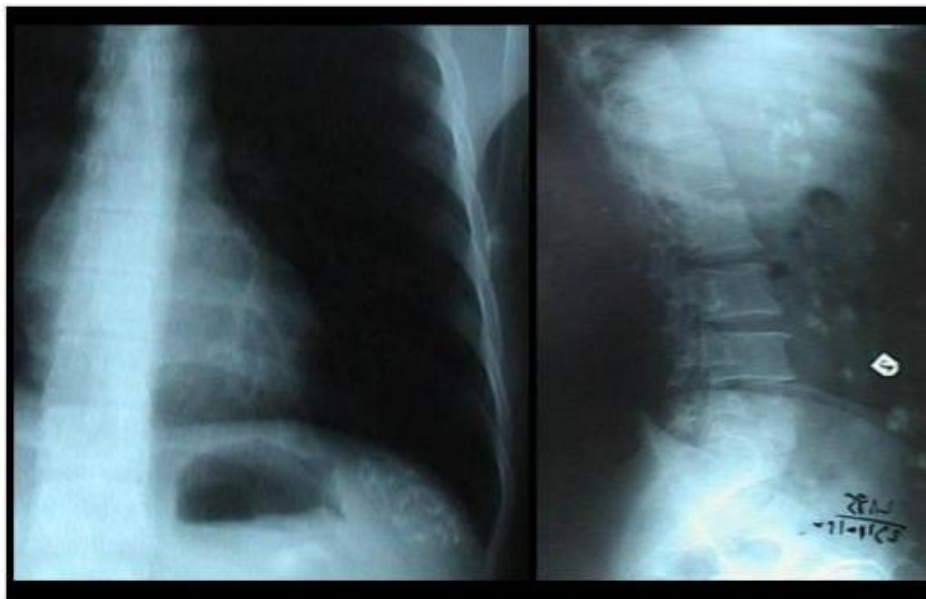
Images radiographique des poumons de face et de l'abdomen de profil montrant un kyste hydatique de la rate calcifié .
